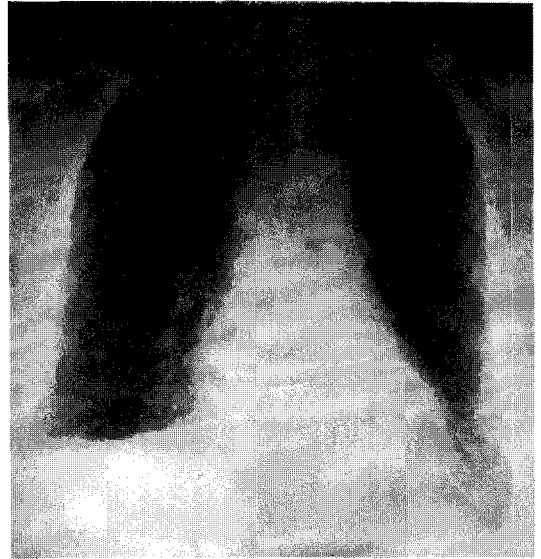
Chest X-ray of case 1 showing mild cardiomegaly.
